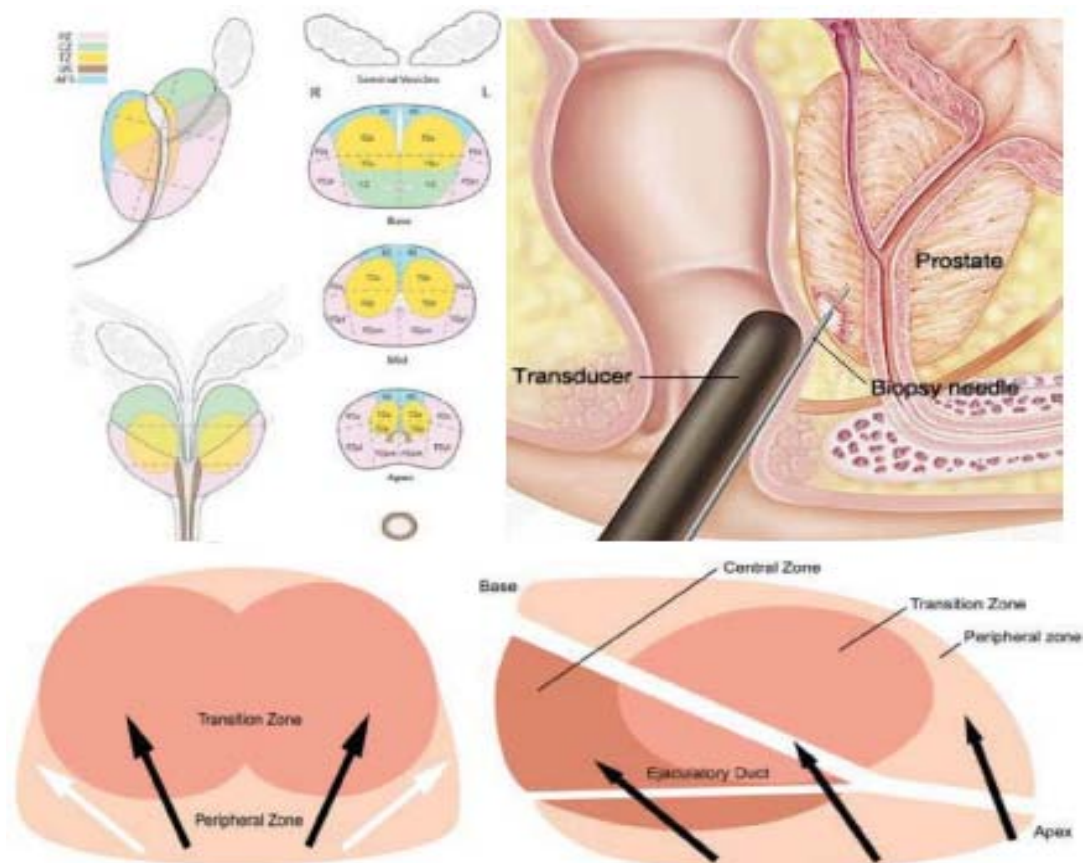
Prélèvements biopsiques transrectaux guidés par échographie endorectale.[59]
